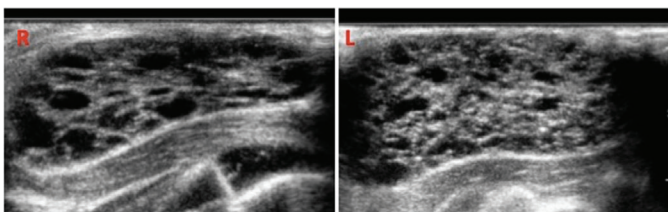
Ultrasonographic images of right and left breast showing increased glandular tissue containing cystic and tubular anechoic areas
